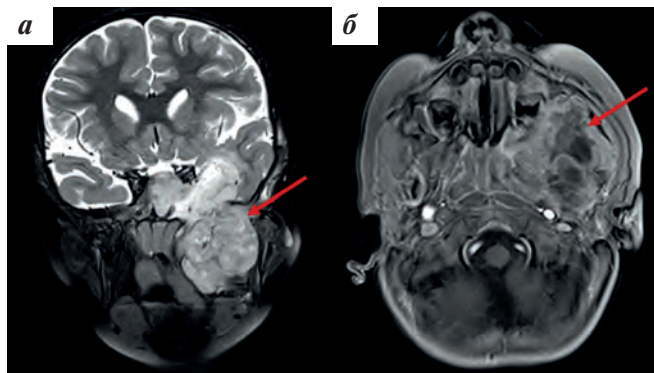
Собственные результаты МРТ пациента К., 3 года, с диагнозом: эмбриональная РМС параменингеальной локализации с интракраниальным распространением. PMS2-ассоциированный CMMRD-синдром: а — в режиме T2 во фронтальной проекции с подавлением сигнала от жировой ткани после введения контрастного препарата; б — в режиме T1 в аксиальной проекции с подавлением сигнала от жировой ткани после введения контрастного препарата
